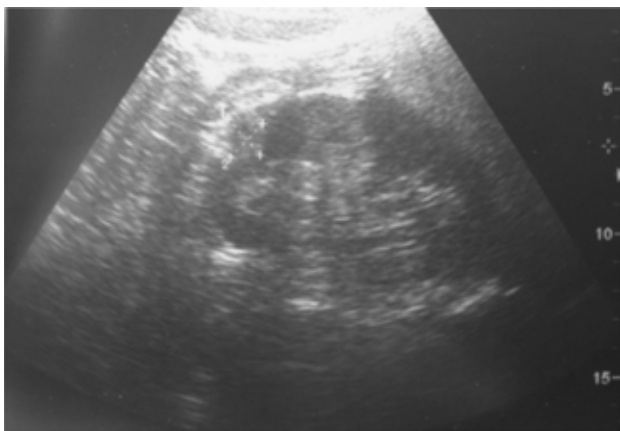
Контрольное УЗИ правой почки б-ной М.
